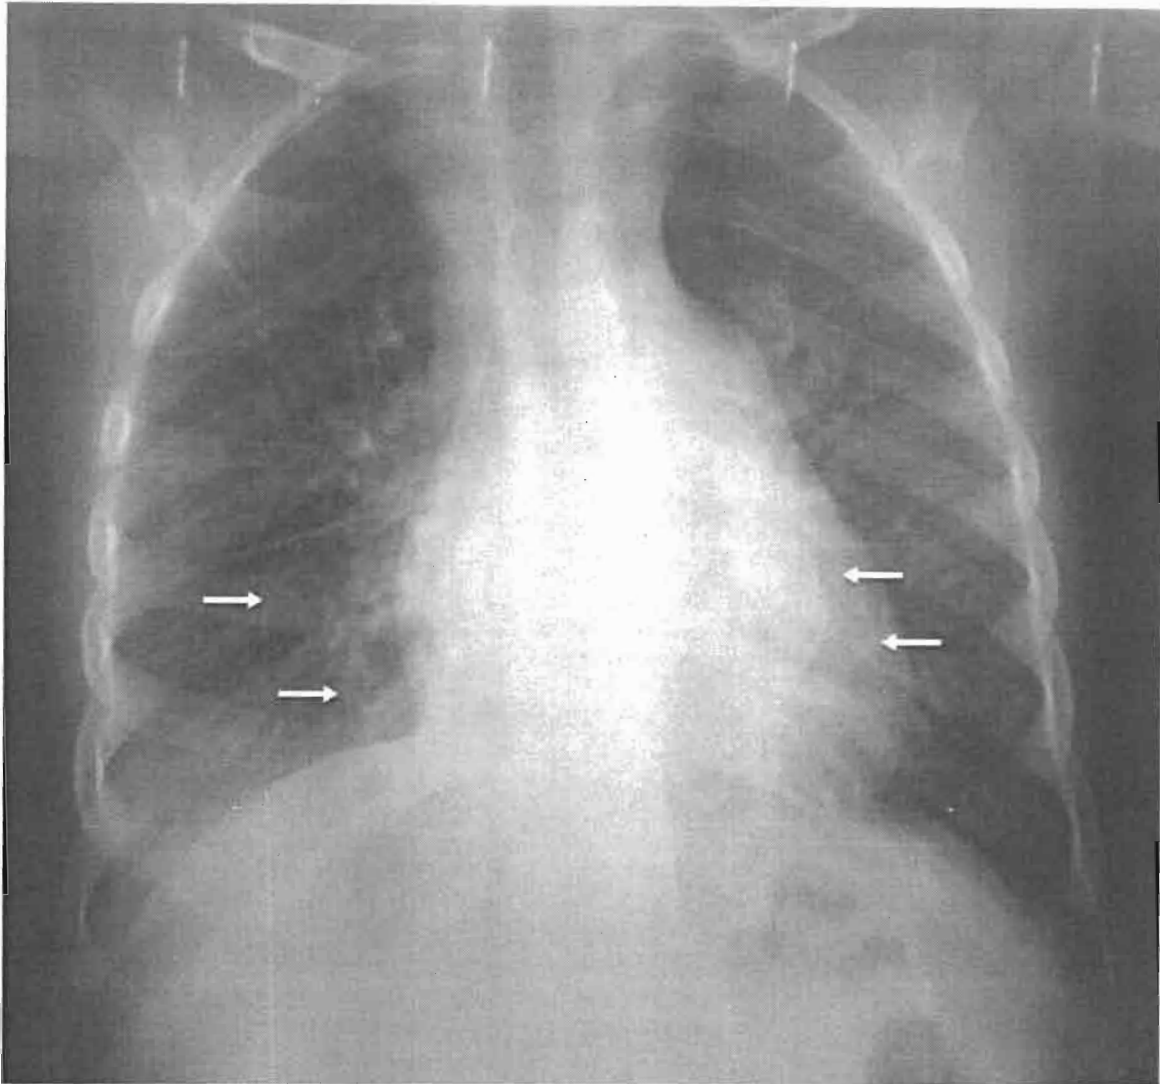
Radiographie thoracique de face chez une fillette de 8 ans infectée par le VIH qui a été reçue pour toux et fièvre au long cours. Elle objective une infiltration micronodulaire interstitielle diffuse d'aspect de miliaire (flèche).
